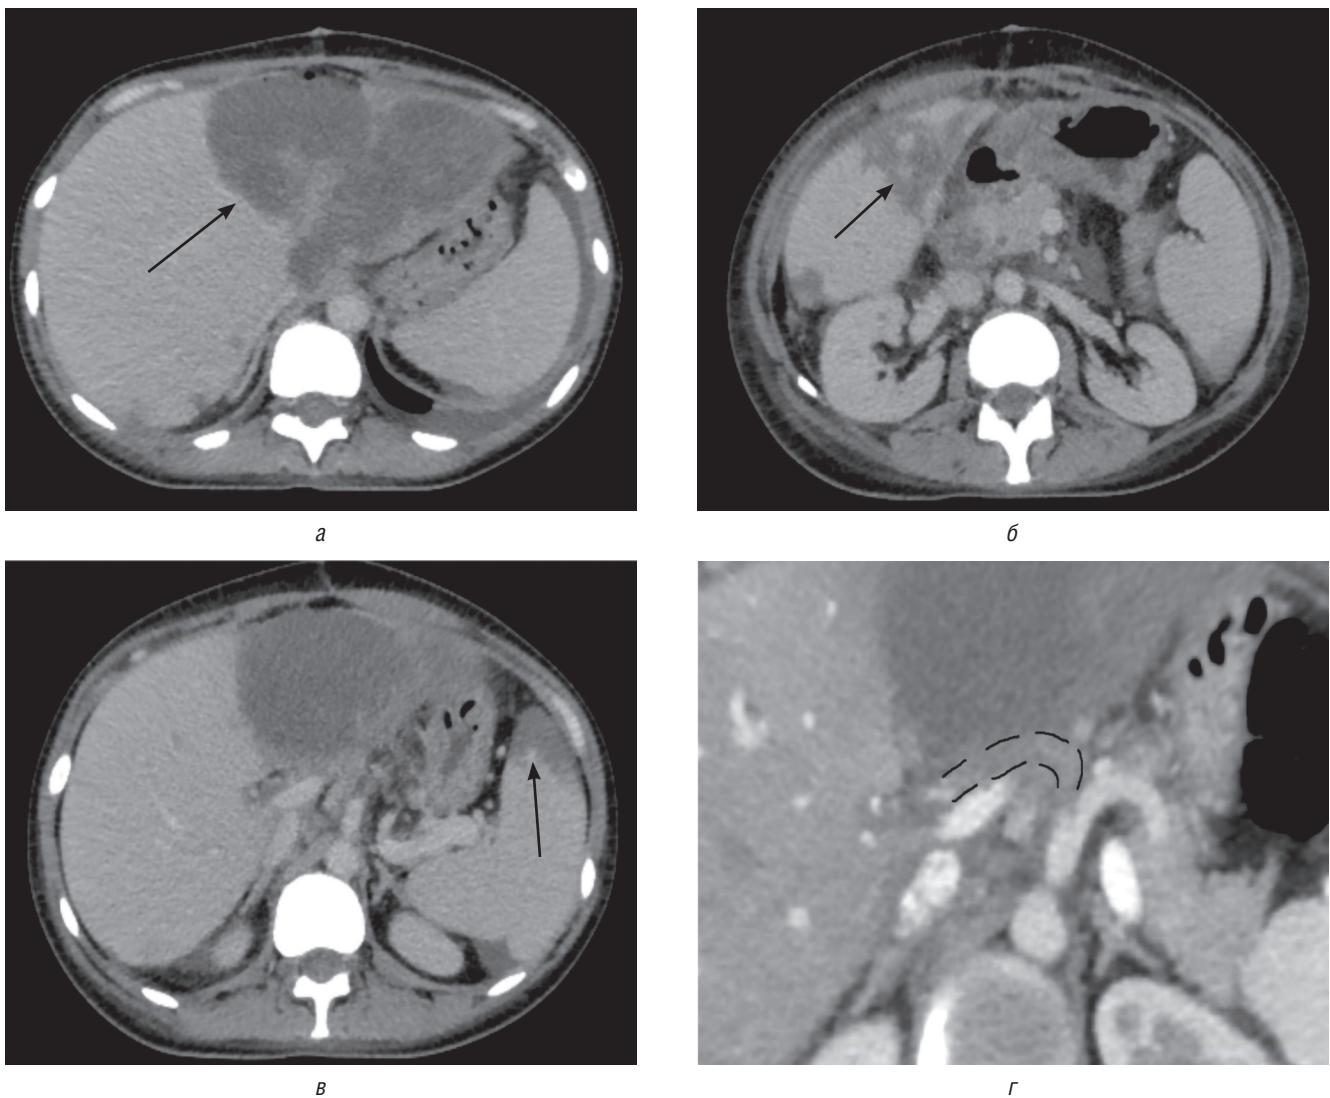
Пациентка 43 года после химиоперфузии печени по поводу метастазов увеальной меланомы. КТ органов брюшной полости в паренхиматозную (*а–в*) и позднюю артериальную фазы сканирования (*г*) на уровне верхнего этажа живота, в аксиальной плоскости. В обеих долях печени (слева — totally, справа — в виде небольших очагов), а также в селезенке (стрелки) общирные гиподенсивные, без должного контрастирования участки с четкими контурами — инфаркты печени и селезенки. Окклюзия просвета общей печеночной артерии (*г*, контур сосуда выделен пунктиром). Подобные изменения могут быть фоновыми для спонтанного разрыва печени
